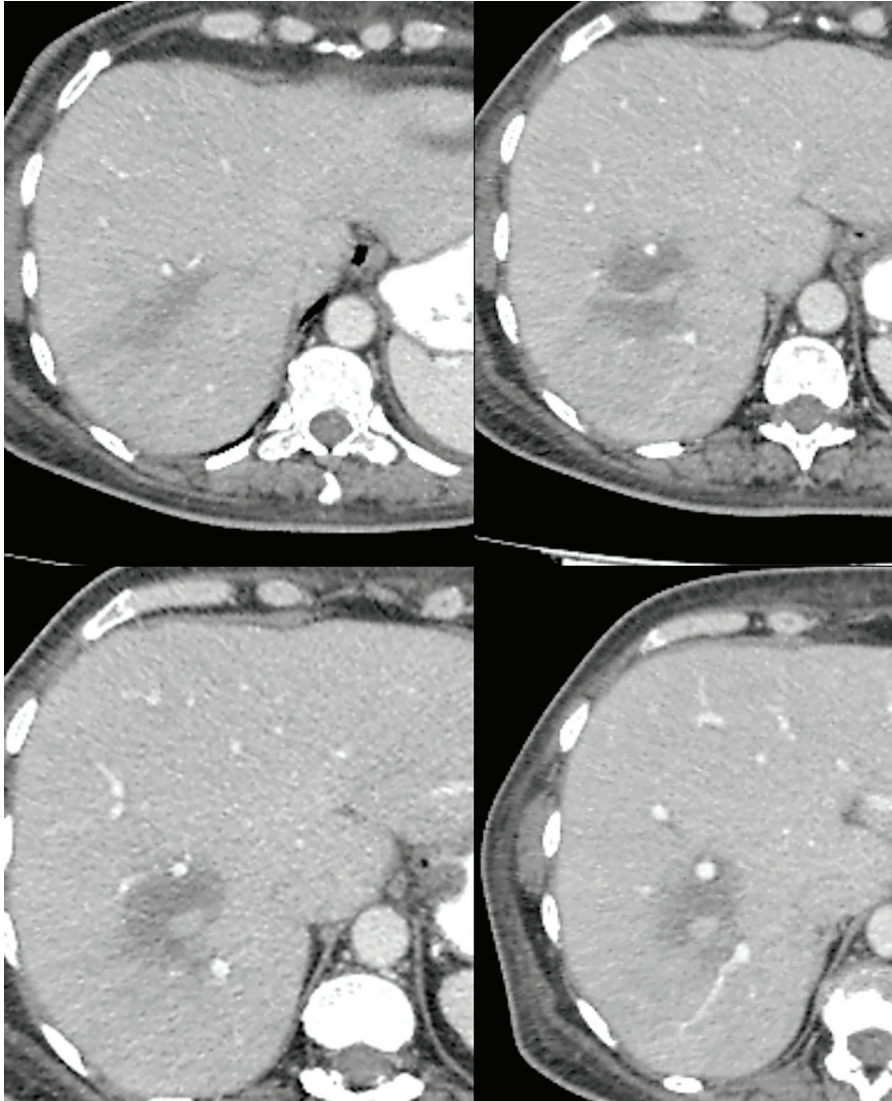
Aksiyel bilgisayarlı tomografi kesitlerinde arteriyel fazda hipovasküler olmaları nedeniyle izodens olan ve portal fazda ortaya çıkan yaygın kolon kanseri metastazları izleniyor.
